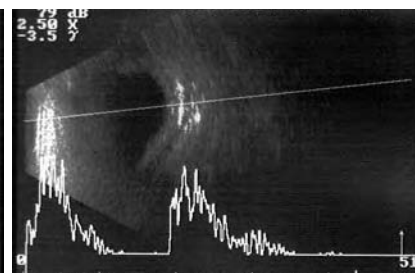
Ecografía (modo B) de la pared ocular engrosada OD.
